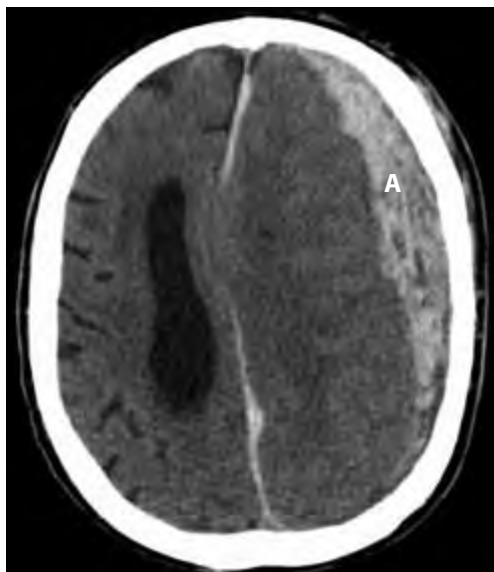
Рентгеновская компьютерная томограмма. Показана крупная лобно-теменная субдуральная гематома (А) со смещением срединных структур и компрессией левого бокового желудочка.
